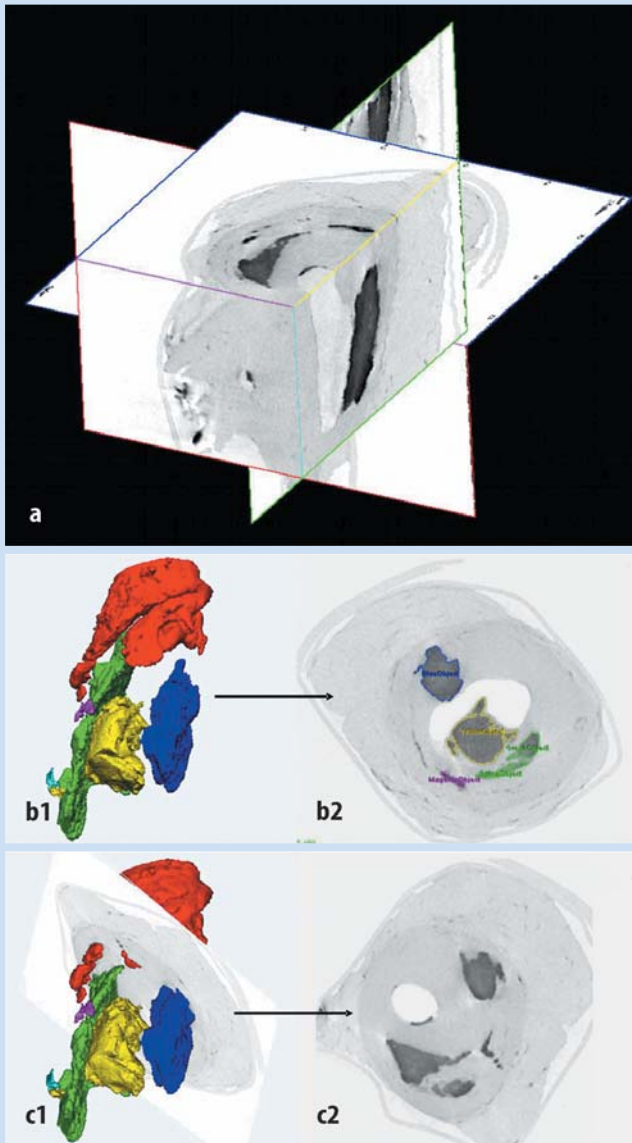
c ▲ Dreidimensionale Rekonstruktion einer humanen Koronararterie in der μ CT. In allen Raumrichtungen kann das Gefäß betrachtet, geschnitten und analysiert werden (a). Exemplarisch an Verkalkungen lassen sich Plaquekomponenten volumetrisch erfassen (b1, c1). Um eine räumliche Orientierung der Plaquekomponenten zu erhalten, können gleichzeitig die transversalen Schnittbilder berechnet werden (b2, c2). Dabei können die Verkalkungen jeweils quantitativ im transversalen Schnittbild planimetrisch erfasst werden (b2)
